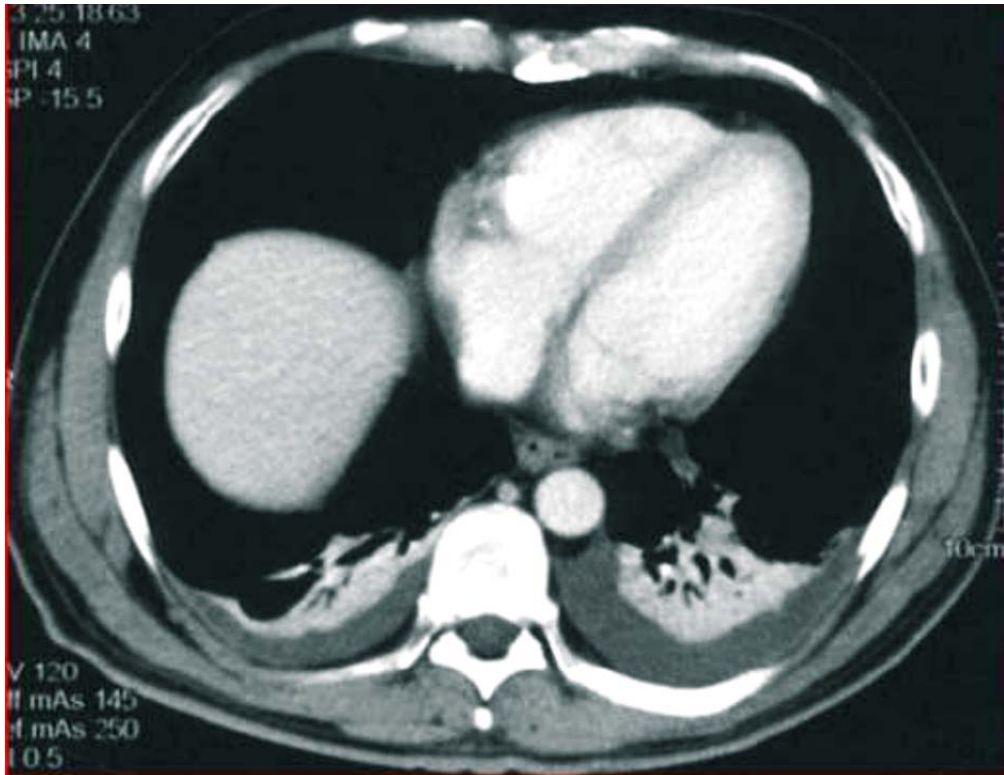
TDM abdominale objectivant un épanchement pleural bilatéral secondaire à une fistule pancréatico-pleurale d'un PKP [48].
